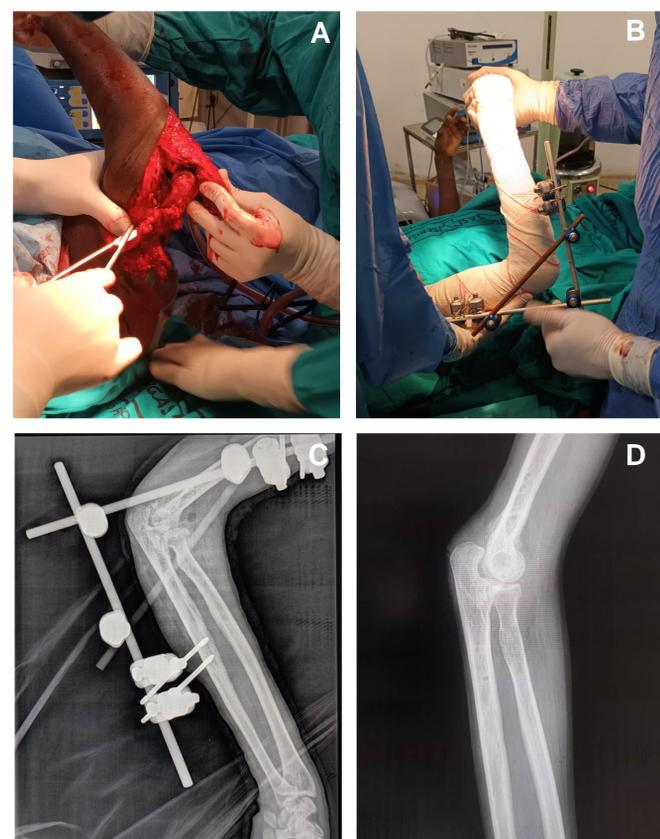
A-D. A) Reducción abierta tras alargamiento tricpital (Imagen intraoperatoria). B) Fijador externo monolateral para mantener el codo a 90° durante 6 semanas (Imagen intraoperatoria). C) Radiografía lateral postoperatoria inmediata. D) Radiografía lateral de control al año de la intervención, mantiene reducción concéntrica de la articulación.
